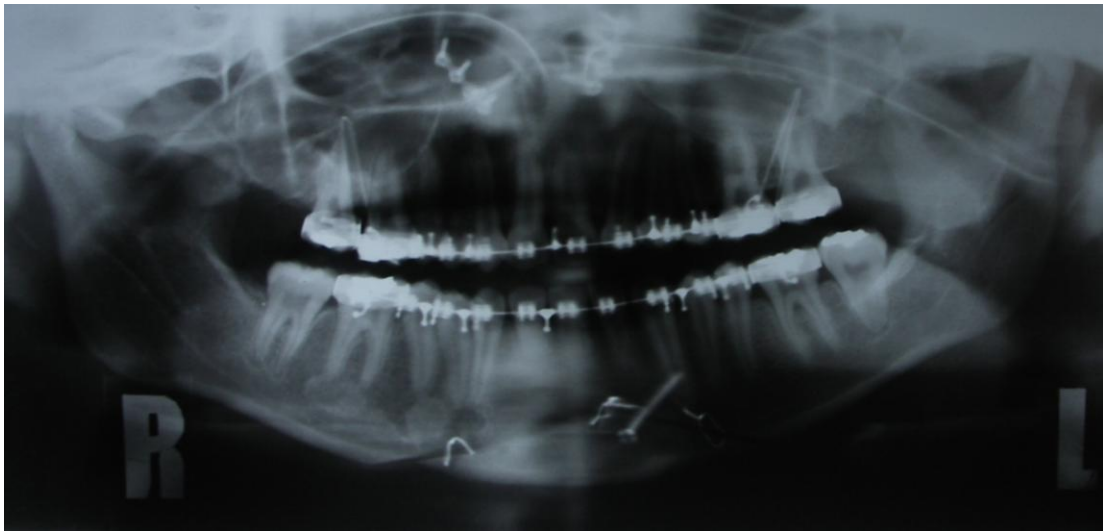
Radiografía panorámica post-quirúrgica
